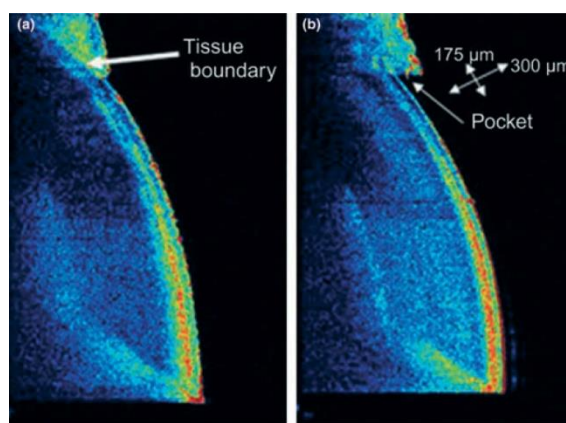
Imagini de tomografie cu coerență optică care arată (a) un incisiv central superior și (b) țesut moale la un șobolan.
